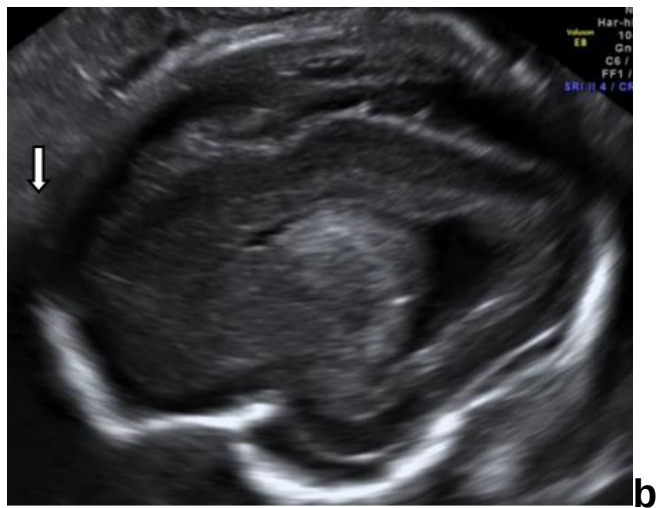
Neurosonografía (32 semanas): corte coronal
